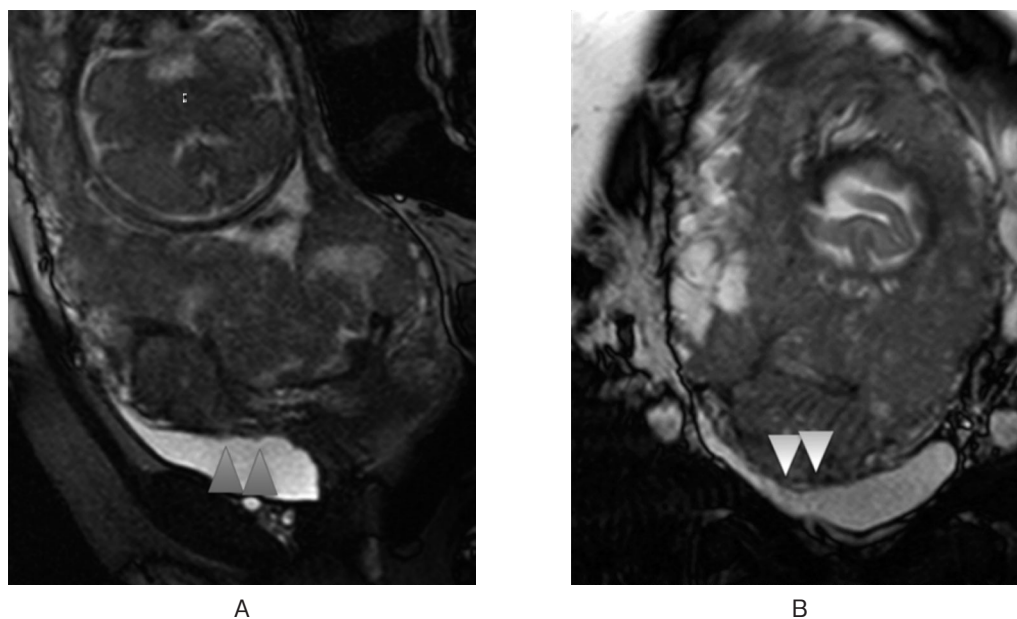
Pelvic MRI (T2WI) prior to the operation. The arrow indicates placenta percreta invading the posterior bladder wall. Sagittal (A) and coronary (B) plane.
